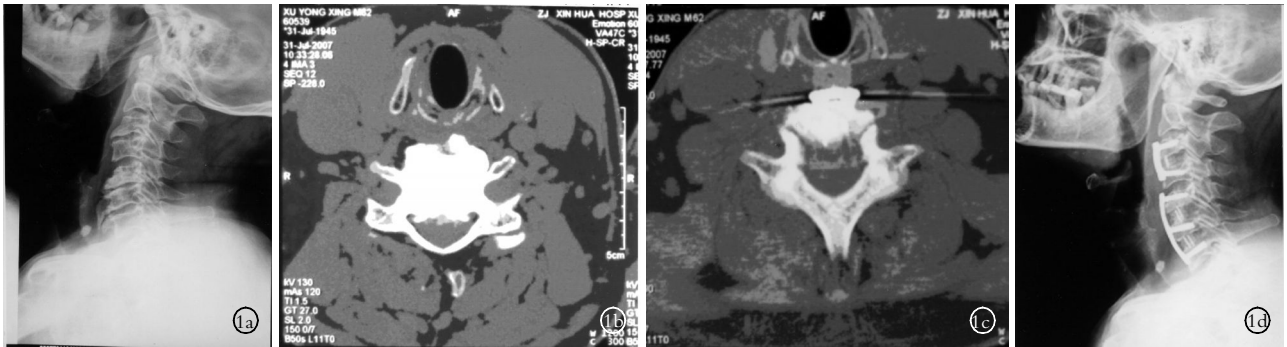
男,62 岁 1a.术前颈椎 X 线片示 3 个节段椎间隙狭窄,相关椎体骨赘增生明显 1b.术前 CT 片示相应节段椎间盘退变突出,伴椎体后缘及侧后方骨赘形成,局部椎管狭窄,硬膜囊受压变形 1c.术后 CT 片示经椎间隙的扩大式潜行减压,间隙两侧潜行减压的宽度,常规采用 20 mm 标准(或宽度达椎弓根间距的 80%以上),尽可能抵达两侧椎弓根内缘,以解除对神经根袖的压迫 1d.术后颈椎 X 线片示颈椎生理弧度、椎间隙高度均得以恢复,并可见手术节段椎间隙后侧喇叭口状扩大式潜行减压
